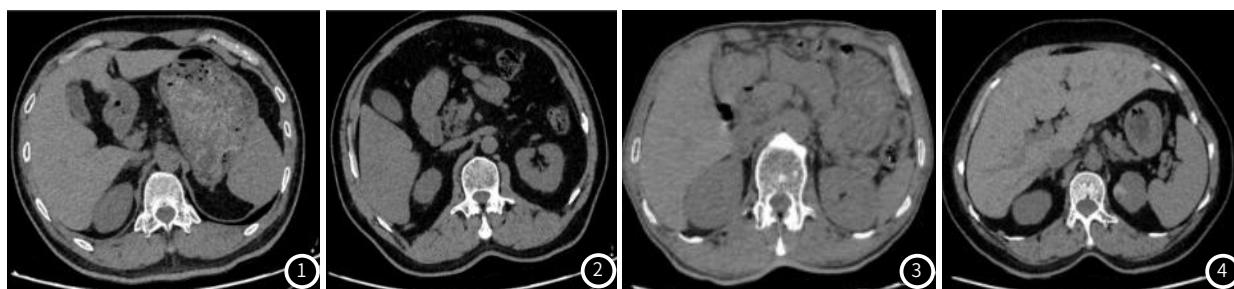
男，54岁，胸椎CT(C12)提示胸椎退行性改变；图2 男，62岁，胸椎CT(C12)显示正常；
